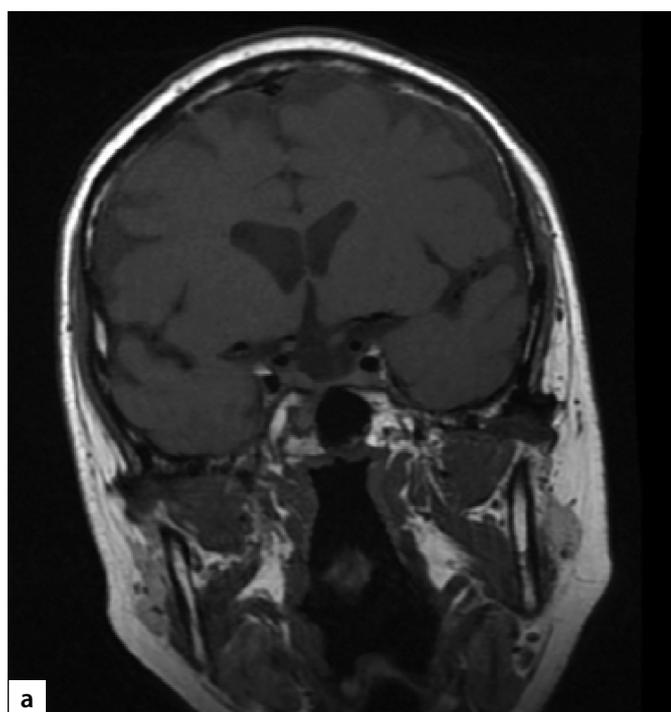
МР-томография головного мозга пациента после операции, T1-изображение (а — без контрастирования, б — с контрастированием).
